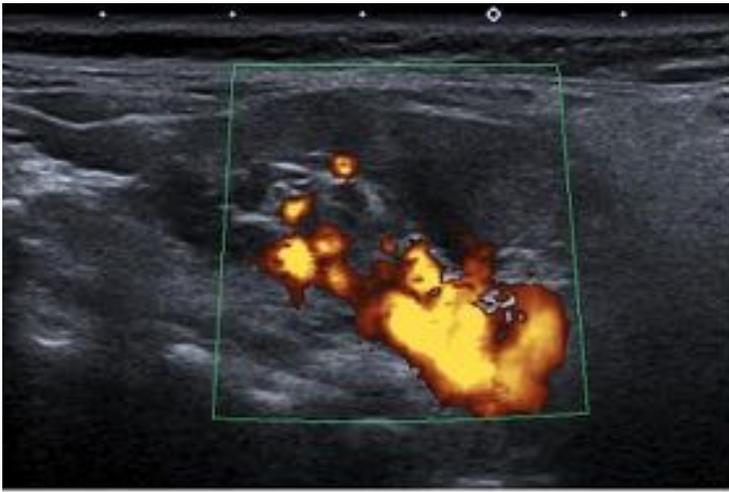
US Doppler color, donde se observa una lesión hipocogénica, heterogénea, vascularizada.
